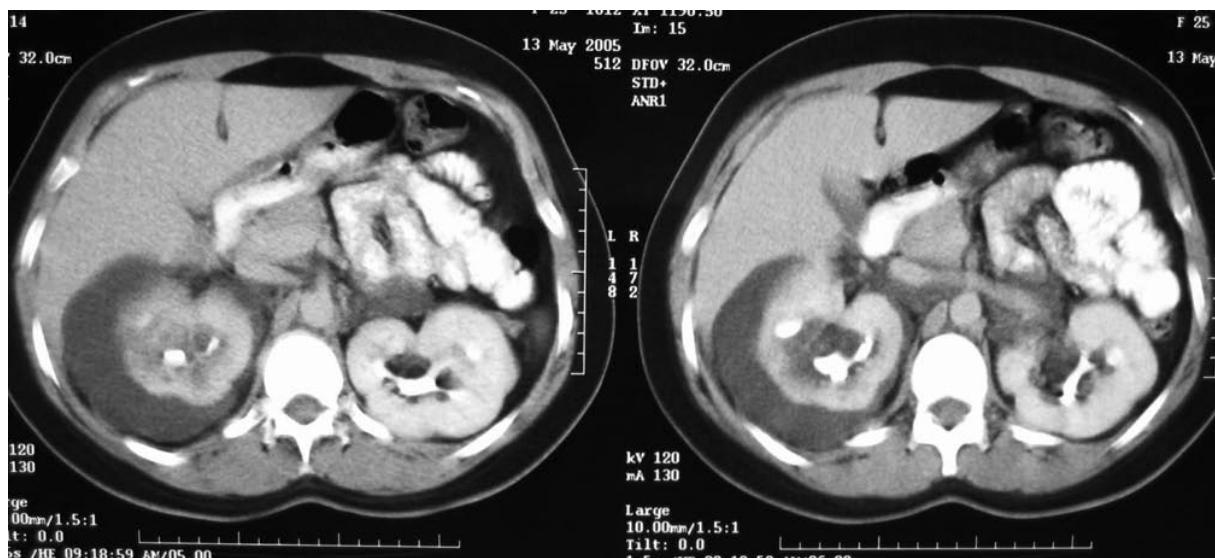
TAC-Abdominal : quiste parapiélico de gran tamaño en riñón derecho y más pequeño en el izquierdo.
